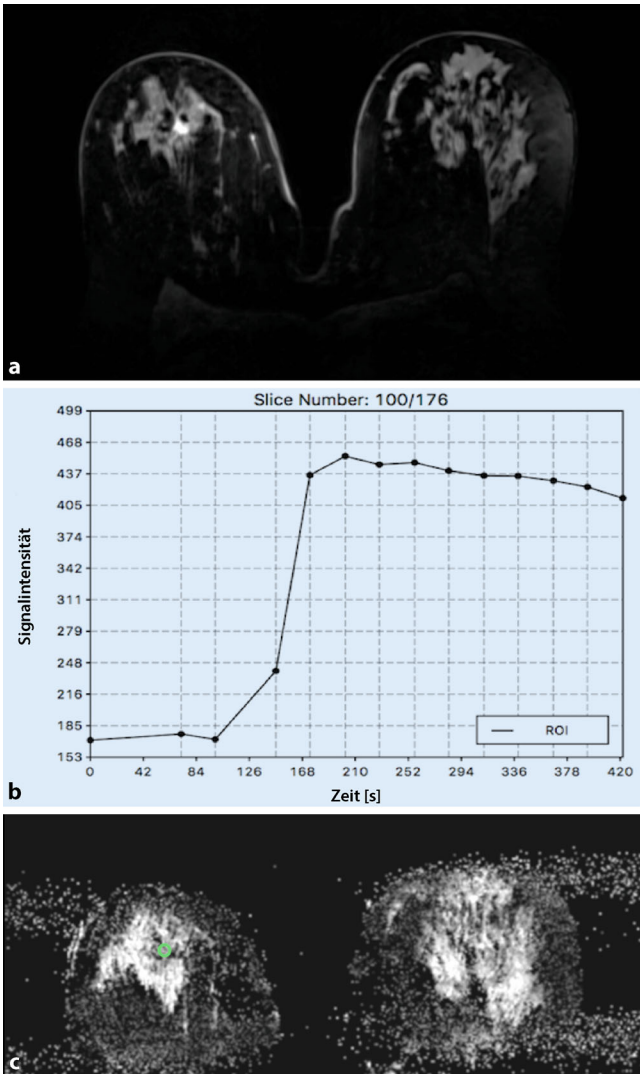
◀ Hochauflösende MP-MRT mit KM-MRT und DWI bei 7 Tesla. 45-jährige Patientin mit einem invasiv duktalem Mammkarzinom G3 retromammillär in der Mamma rechts. a Die 0,7 cm irregulär konfigurierte und berandete Herdläsion zeigt ein in b initial kräftiges Enhancement mit anschließendem „wash-out“ (BI-RADS 5). c Die Herdläsion zeigt eine eingeschränkte Diffusivität, wobei die ADC-Werte $0,844 \times 10^{-3} \text{ mm}^2/\text{s}$ betragen. *MP* multiparametrisch, *KM* Kontrastmittel, *DWI* diffusionsgewichtete Bildgebung, *BI-RADS* Breast Imaging Reporting and Data System, *ADC* „apparent diffusion coefficient“
